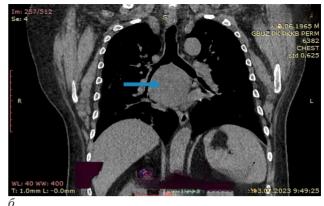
Компьютерная томография: образование средостения однородной плотности (стрелка): а – фронтальный срез; б – сагиттальный срез
